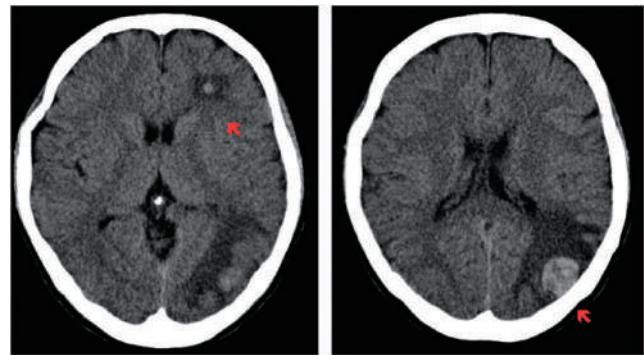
搬送時頭部単純 CT. 左前頭葉、左後頭葉に病変(矢印)を認める。
